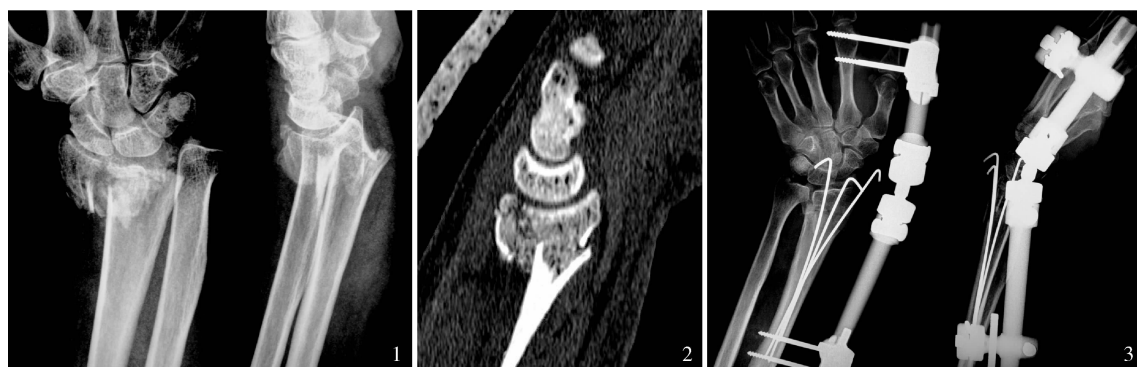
男, 75 岁, 摔伤。术前 2 d X 线正、侧位片示桡骨远端骨折, 向桡背侧移位明显 图 2 术前 1 d CT 示背侧皮质粉碎 图 3 术后第 2 天 X 线正、侧位片示骨折复位良好
